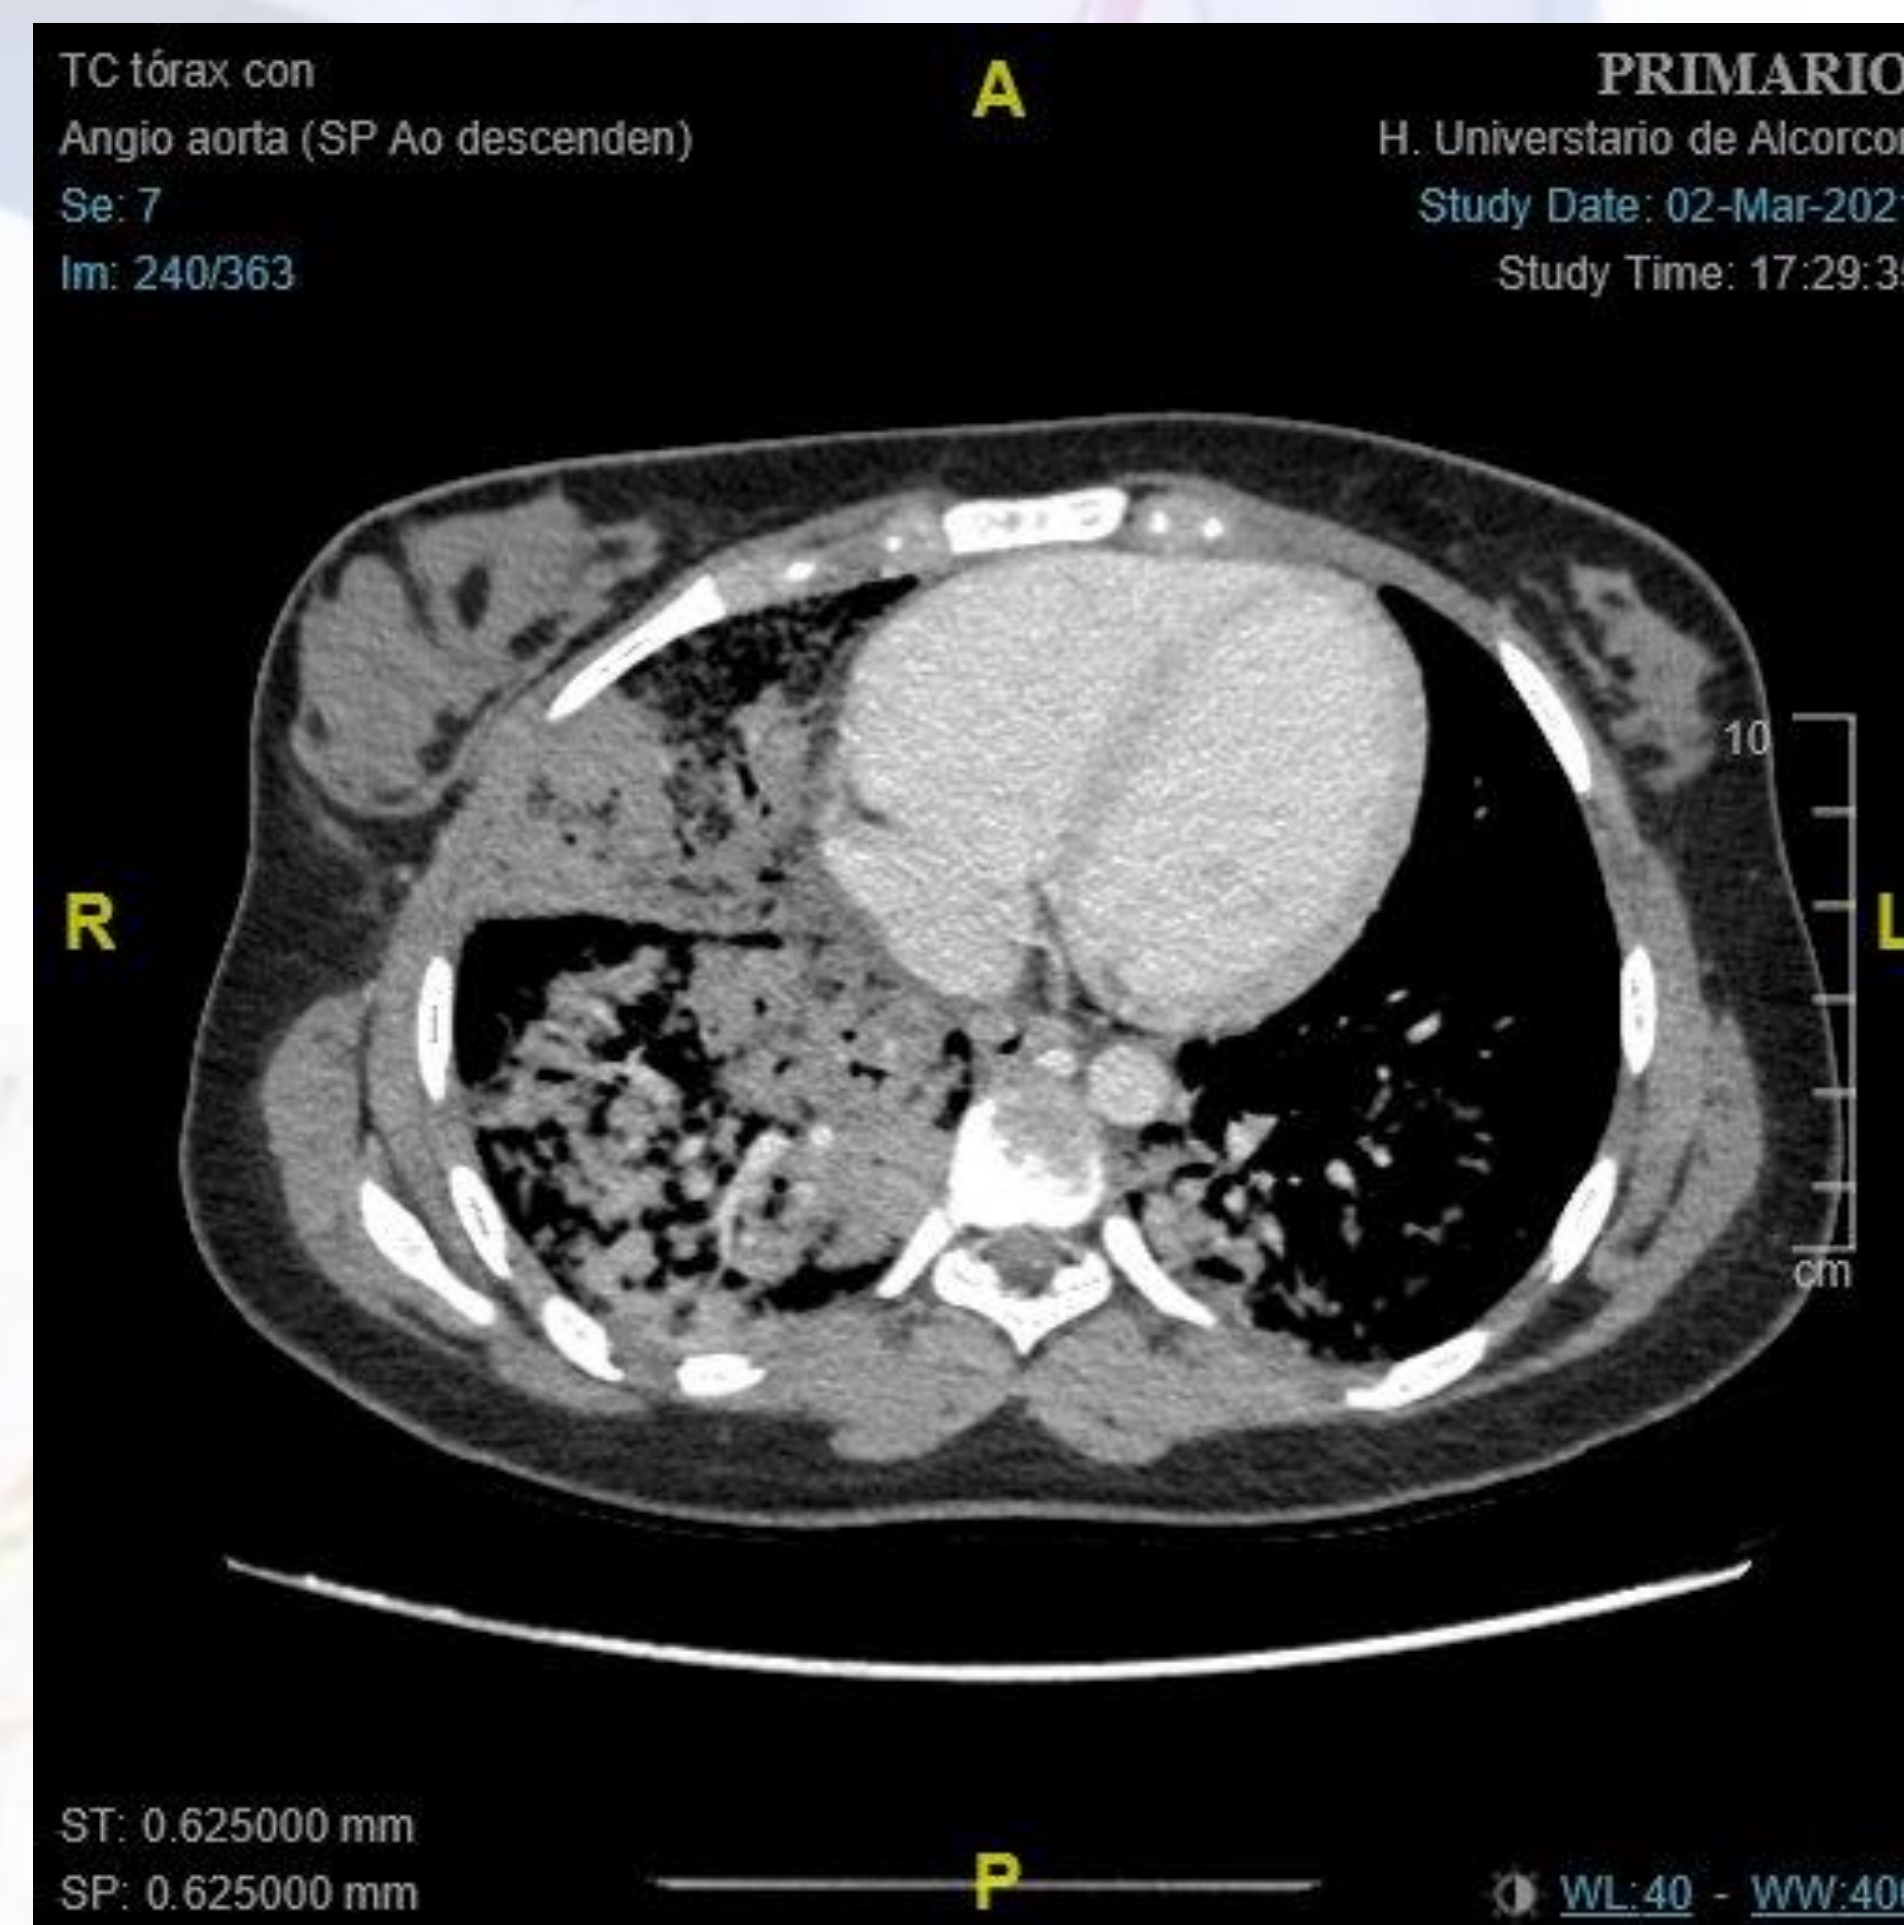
TC torácico: hemorragia alveolar difusa con afectación extensa de ambos pulmones
